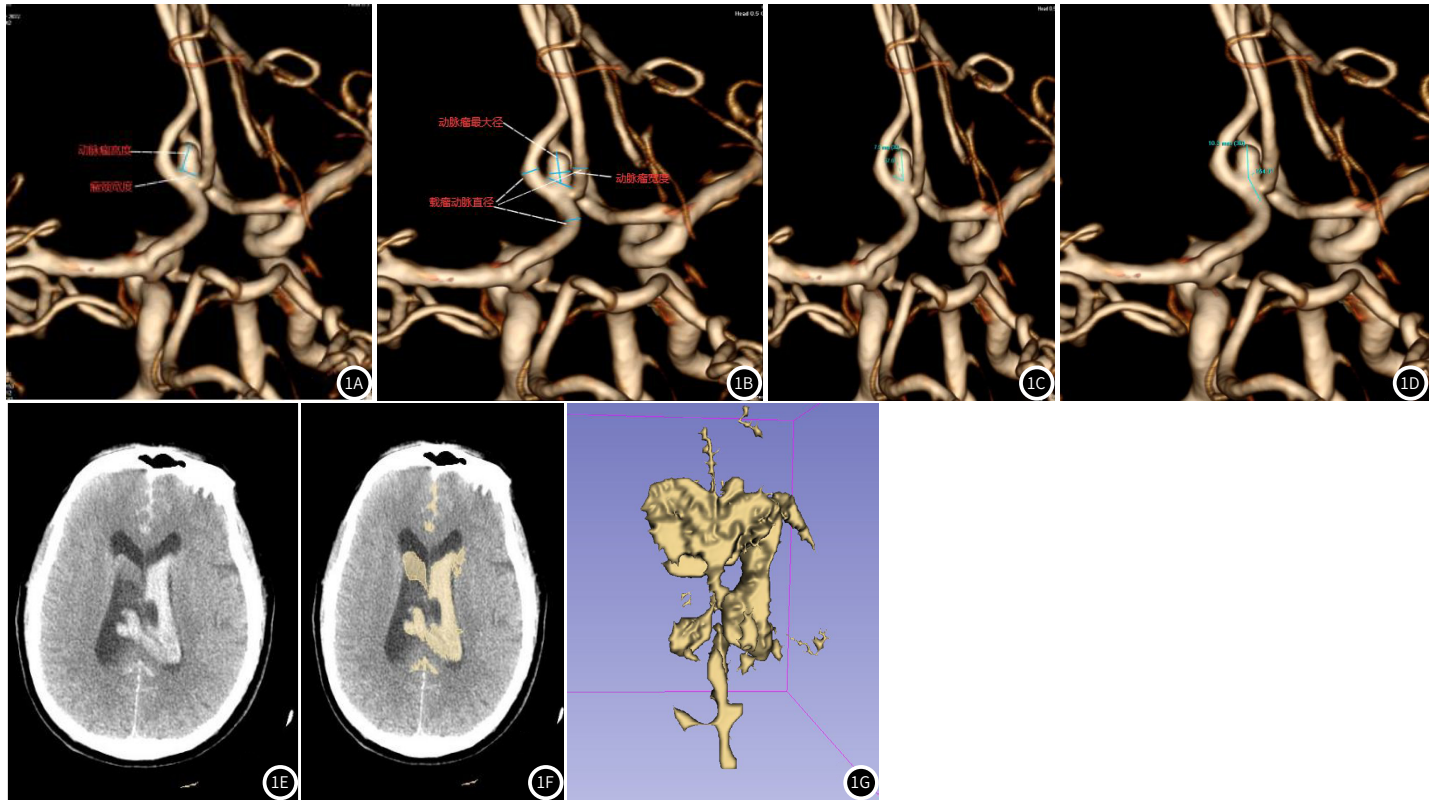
图1G 女, 65岁, 意识不清2小时入院, 行CTA检查, 诊断前交通动脉瘤破裂出血。图1A测量动脉瘤瘤颈宽度2.5mm, 动脉瘤高度5.1mm; 图1B动脉瘤最大径5.2mm, 动脉瘤宽度3.6mm, 载瘤动脉直径(所有直接接触动脉瘤颈段的血管直径平均值)为2.4mm; 图1C动脉瘤角(瘤体最大径与瘤颈形成的夹角)为57.0°; 图1D入射角度(瘤体最大径与载瘤动脉中心线形成的夹角)为154.3°, AR(动脉瘤高度/瘤颈宽度)为2.04, SR(动脉瘤高度/载瘤动脉直径)为2.12, 长宽比(瘤体最大径线/宽度)为1.41; 图1E CT平扫原始图像; 图1F通过3D-slice软件勾画的出血范围; 图1G显示出血体积3D图像, 测得出血体积大小为54.3mL。
